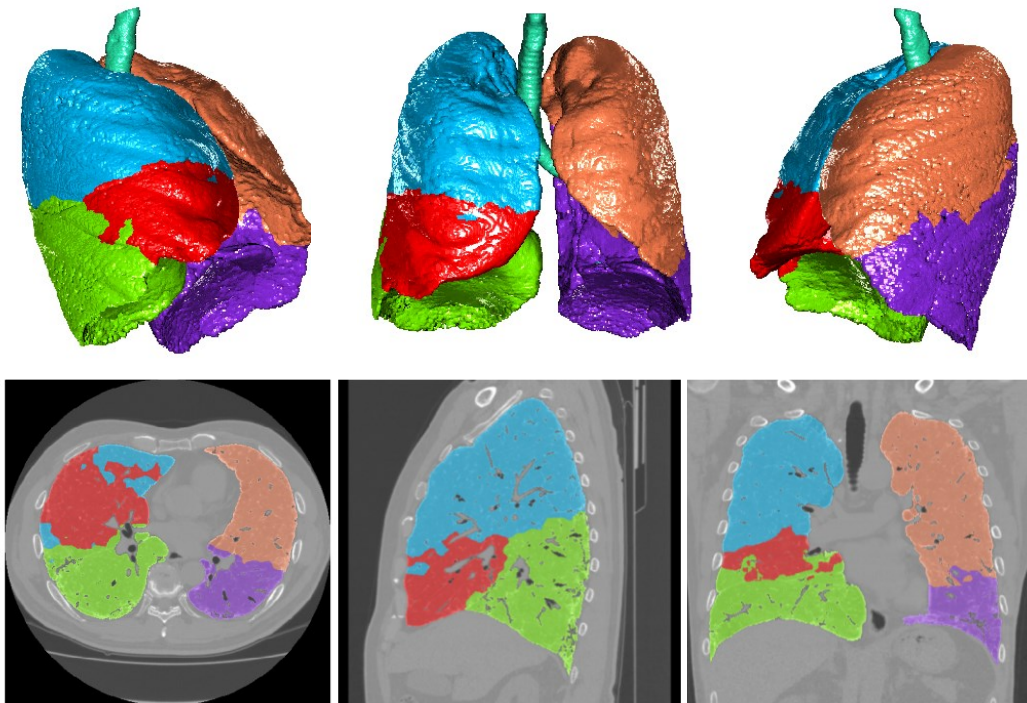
肺領域分類結果 Case TK
